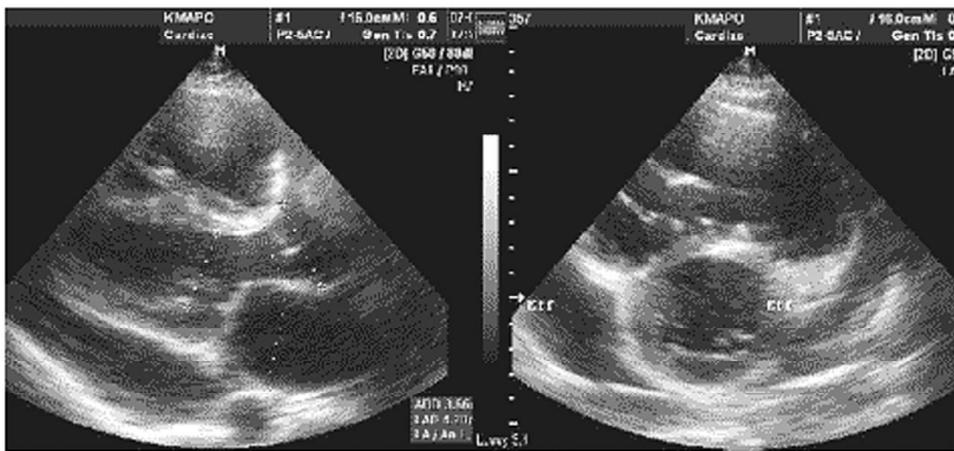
УЗИ. Выпот в полости перикарда.
